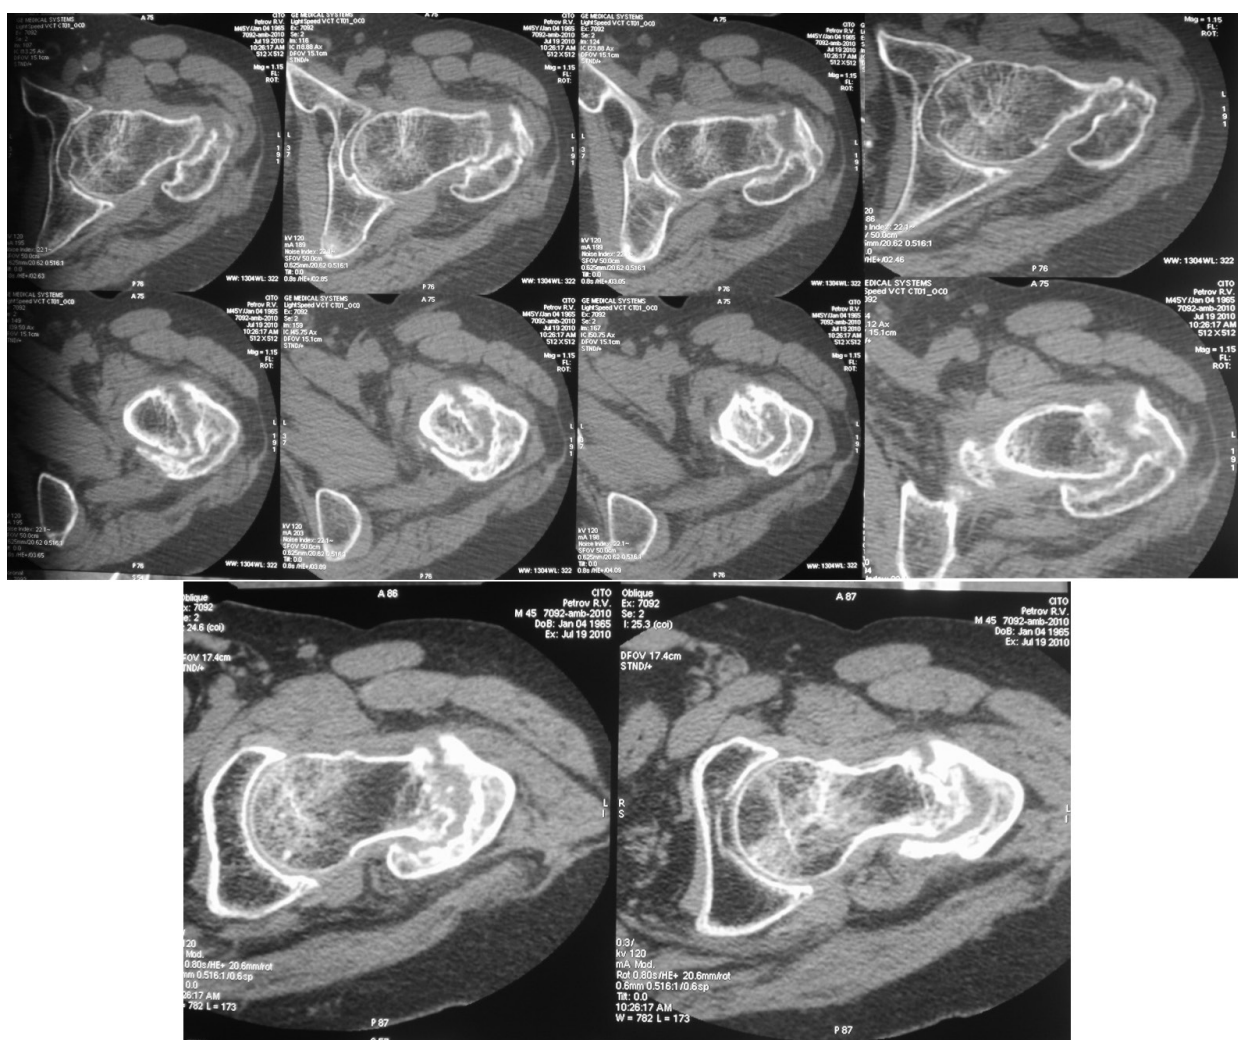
Больной П., 45 лет, 19.07.2010. КТ–томограммы верхней трети левой бедренной кости.
